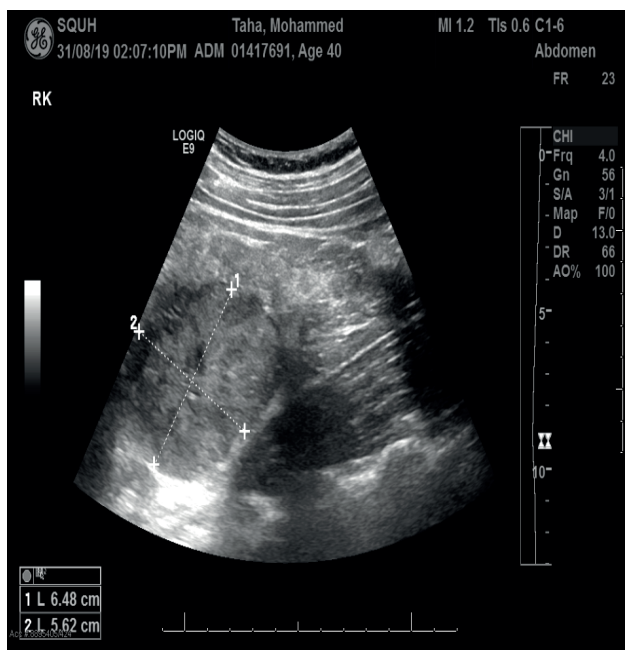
USG data of patient
